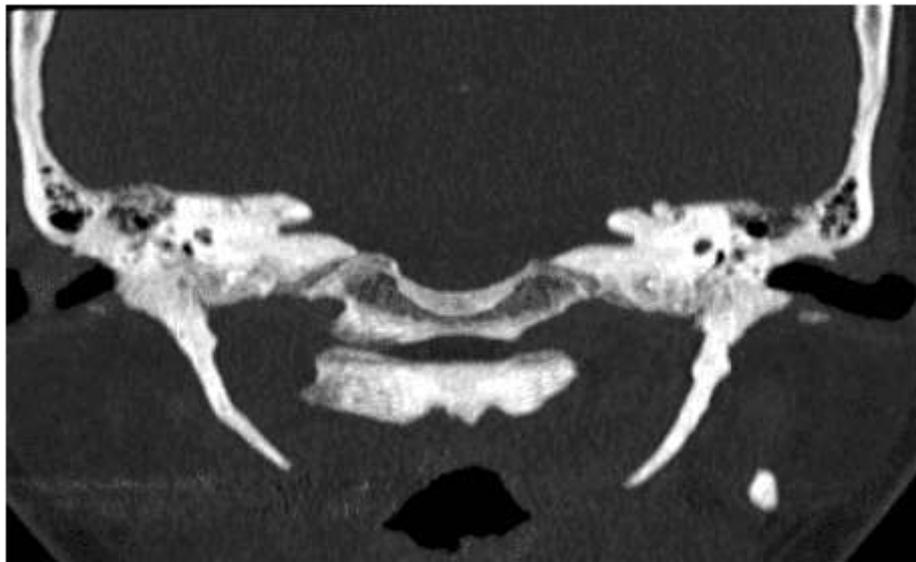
Tomografia computadorizada de base de crânio, corte coronal, mostrando as apófises estiloides alongadas.
